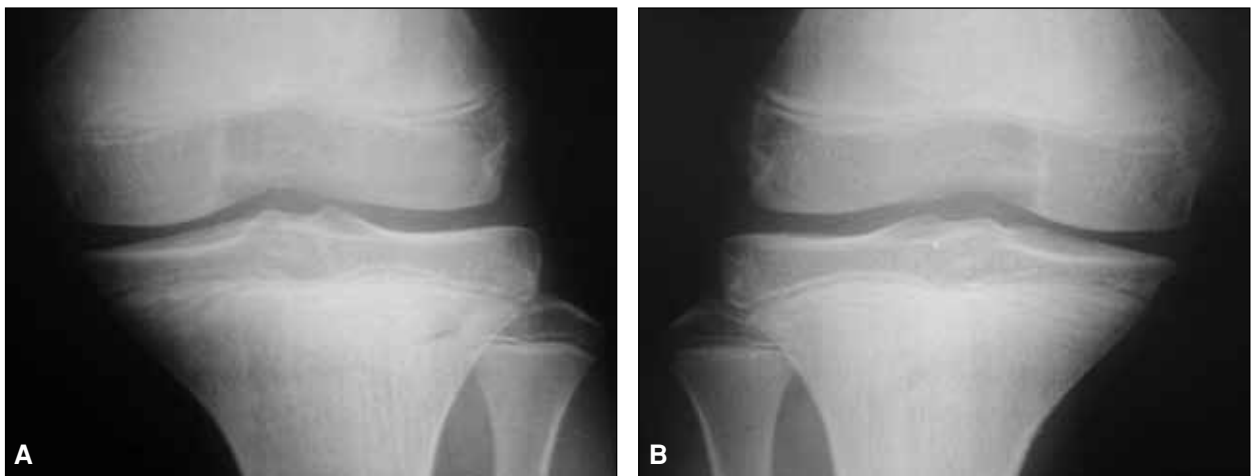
Radiografías de frente de ambas rodillas que muestran las placas fisarias abiertas. Corresponden a un niño de 12 años, según el atlas de Pyle y Hoerr.
